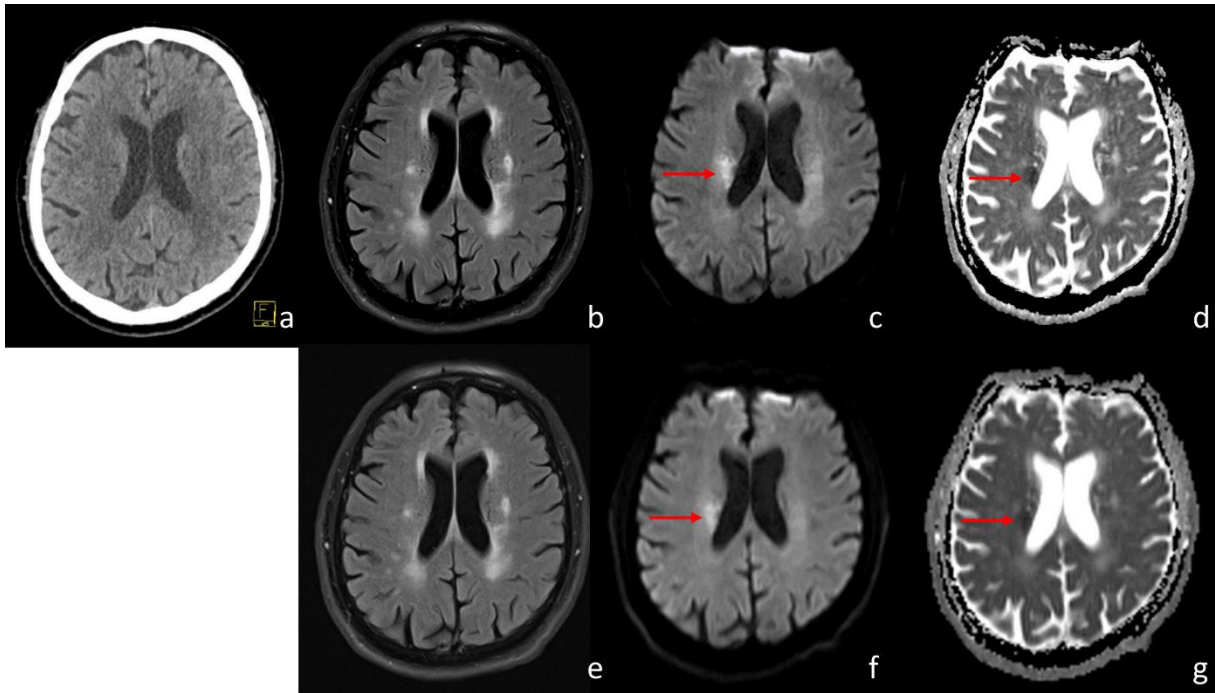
CT-okkulte akute Ischämie in der rechten Corona radiata (43)
